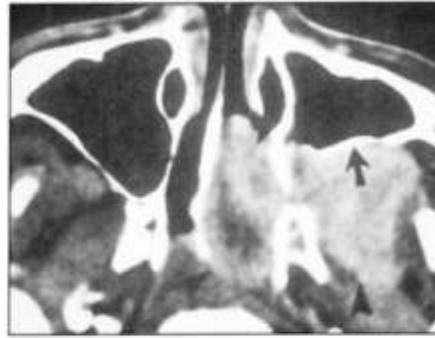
Nasofibrofibroma juvenil. Corte de tomografía axial contrastada demostrando masa hipercaptante (puntas de flecha) abombando la pared lateral del antro maxilar e invadiendo la cavidad nasal y la fosa temporal.
